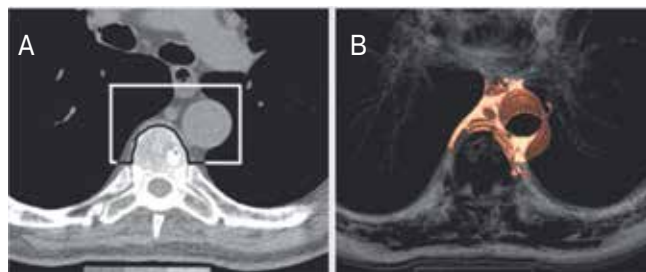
(А, В). КТ периаортальной жировой ткани [18].
